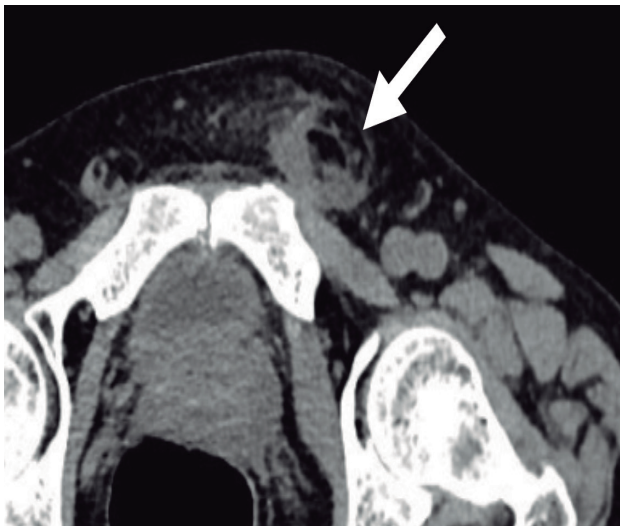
TAC simple de abdomen. Corte axial a nivel de pelvis que muestra masa inguinal izquierda con presencia de niveles hidroaéreos (flecha blanca).
